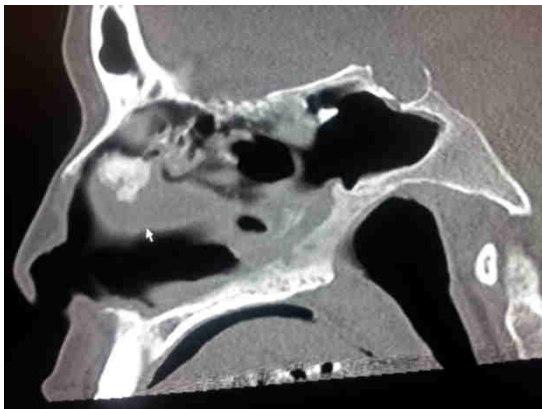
TAC silla turca. Seno esfenoidal amplio, silla turca difusamente ampliada sin invasión.
